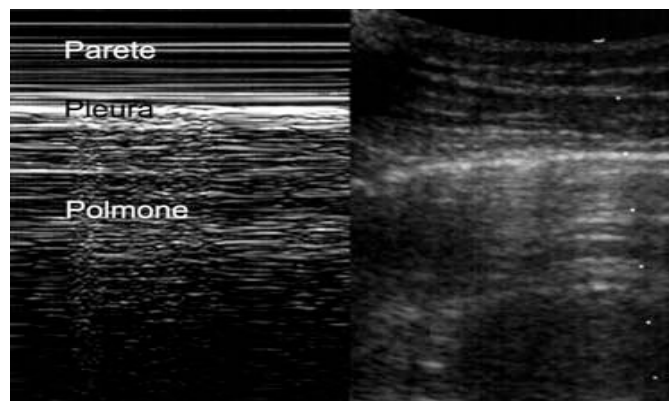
Segno della battigia, da Soldati G, Copetti P: Ecografia Toracica, cit.
